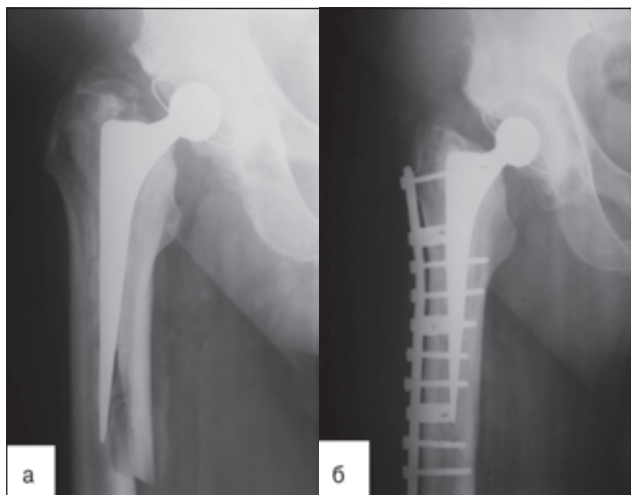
Фотокопія рентгенограм хворого М.І.П., 53 років, історія хвороби № 83378. Діагноз: перипротезний перелом лівої стегнової кістки на рівні нижнього кінця ніжки ендопротеза (тип В1) (а). Результат остеосинтезу за допомогою лапчастої пластини та гвинтів. Зрощення перелому стегнової кістки, добрий віддалений результат через 3 роки після операції (б)
